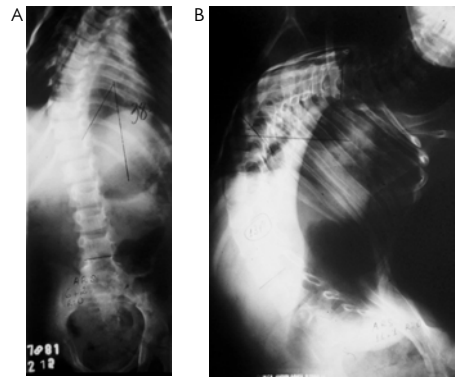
A: radiografia de paciente com 6 anos e 2 meses de idade, revelando escoliose torácica direita de 38°. B: mesmo paciente, não tratado adequadamente, evoluiu sua escoliose até 134°. Faleceu em cor pulmonale agudo aos 11 anos e 1 mês. [Imagens gentilmente cedida pelo Dr. Paulo Brum.]
